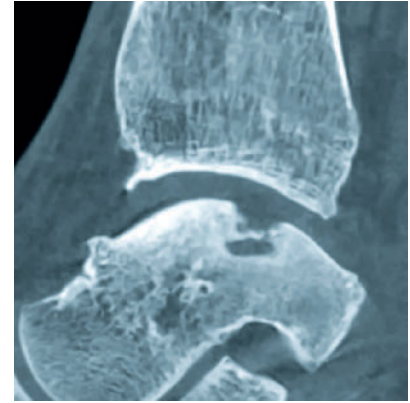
CT sagittal desselben Patienten mit nun besserer Darstellung der Ausdehnung der Läsion mit tiefer Zyste. Zudem können auch die knöchernen Veränderungen am anteromedialen Tibiaplatfond und Talus besser visualisiert werden.
